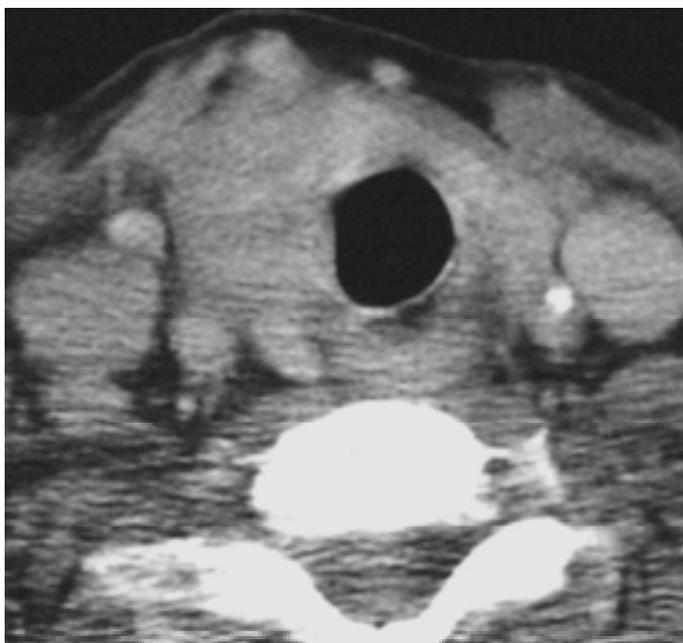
TC evidenziante un carcinoma papillare del lobo tiroideo destro infiltrante i primi anelli tracheali, con superamento del pericondrio esterno e della componente cartilaginea e sconfinamento a livello della sottomucosa che appare sollevata (stadio III secondo Shin), senza segni radiologici di vegetazione endoluminale ed ulcerazione mucosa.
